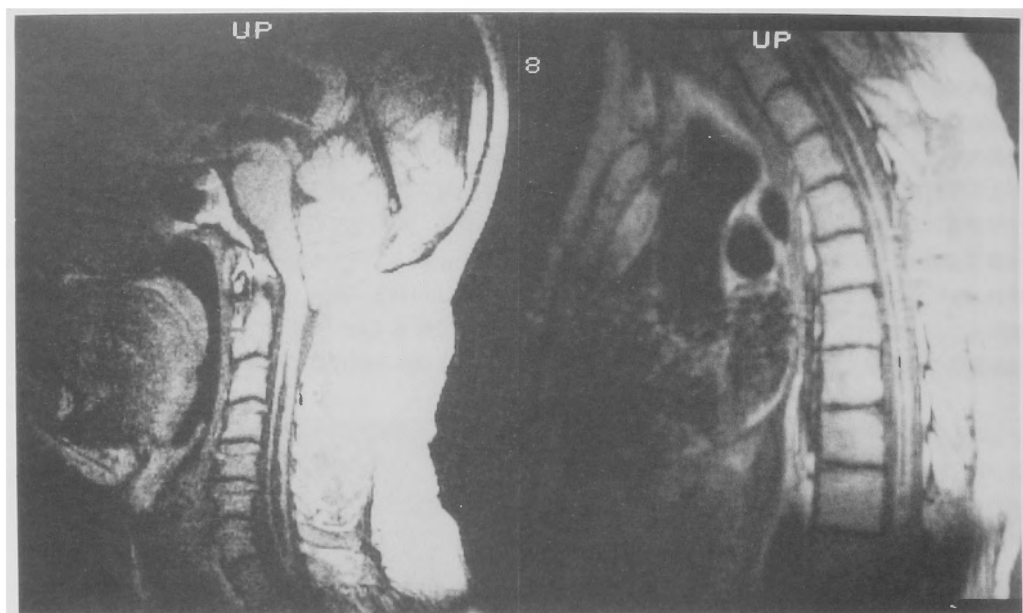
Postoperative T1-weighted (TR 600, TE 35) MRIs in sagittal plane. Marked decrease in size of syrinx is shown.
